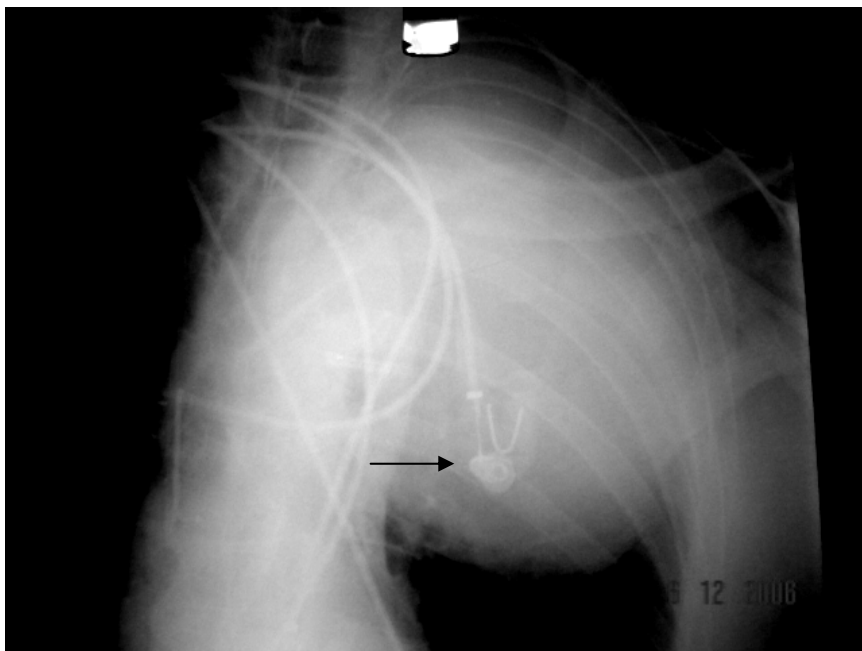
Radiografia torácica em AP evidenciando um hematoma de grandes proporções em dois terços superiores do hemitórax esquerdo.
